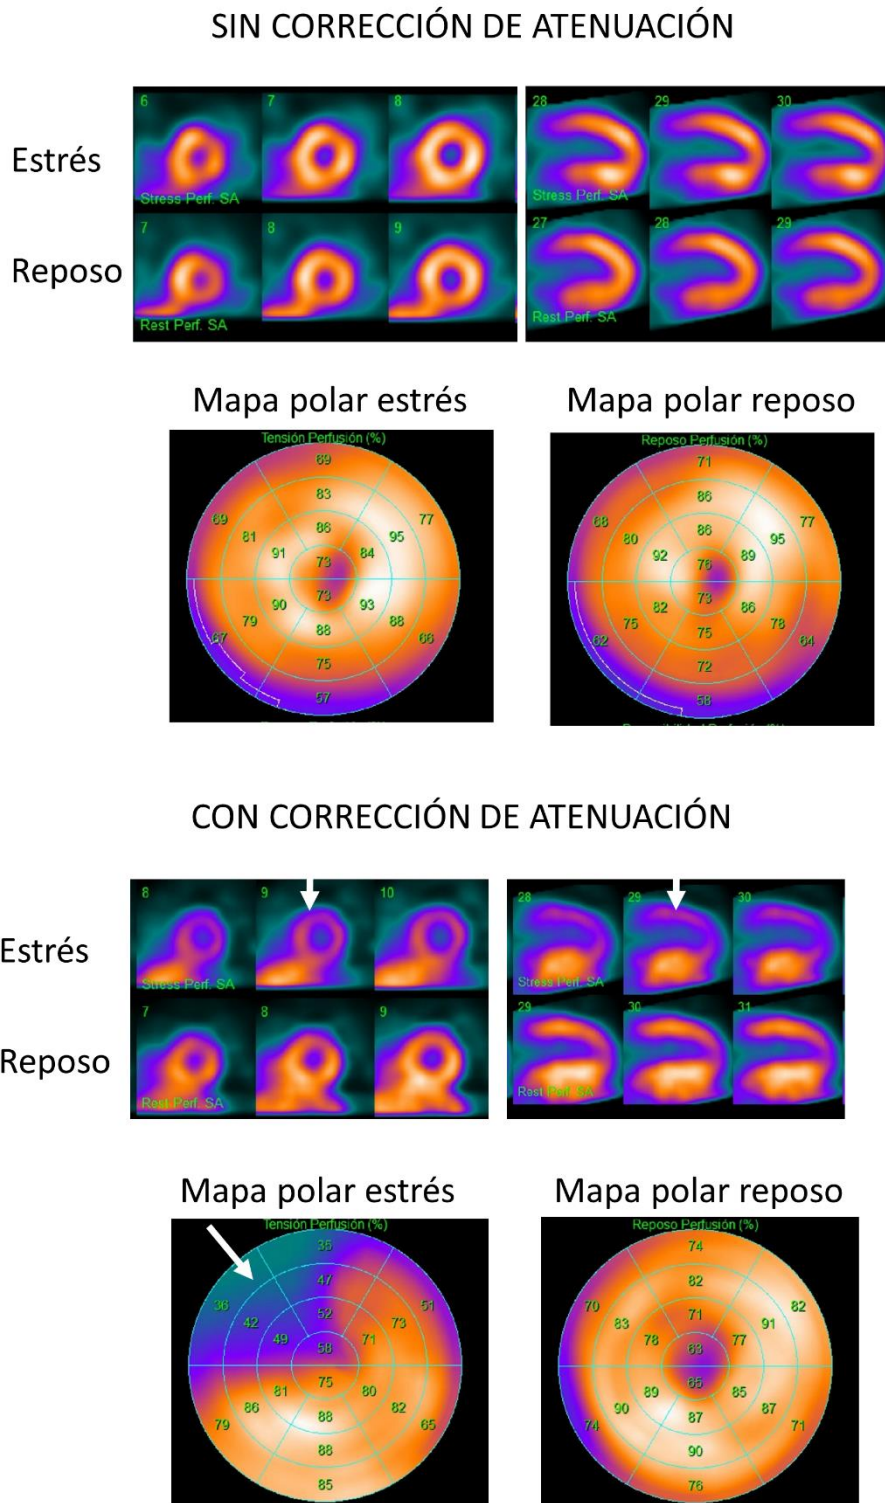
comparación de imágenes obtenidas con y sin atenuación en una paciente de 56 años, sexo femenino, donde el estudio sin corrección de la atenuación no muestra claros defectos en la captación. En las imágenes con corrección de la atenuación se evidencia un defecto reversible en a región anteroseptal y anterior (flechas blancas) que probablemente correspondan a una imagen artefactual por mal coregistro entre SPECT y CT
